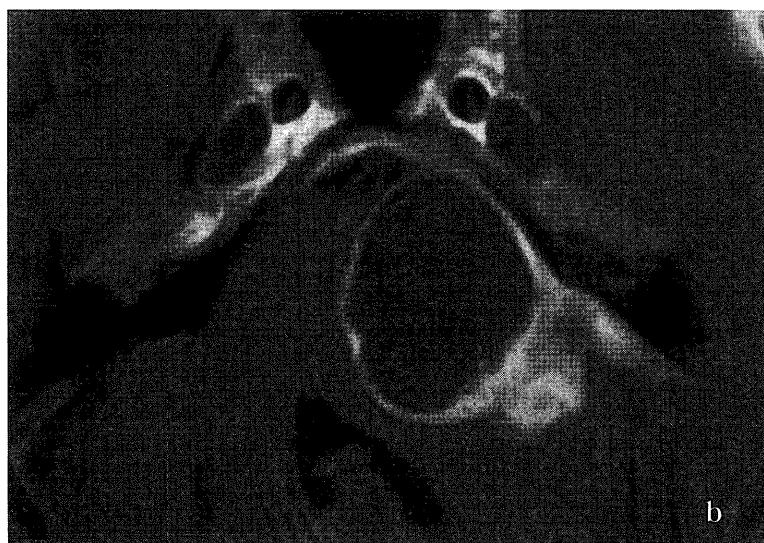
救済手術を要した large (MD \geq 23.3 mm) かつ cystic type 腫瘍の MRI.
